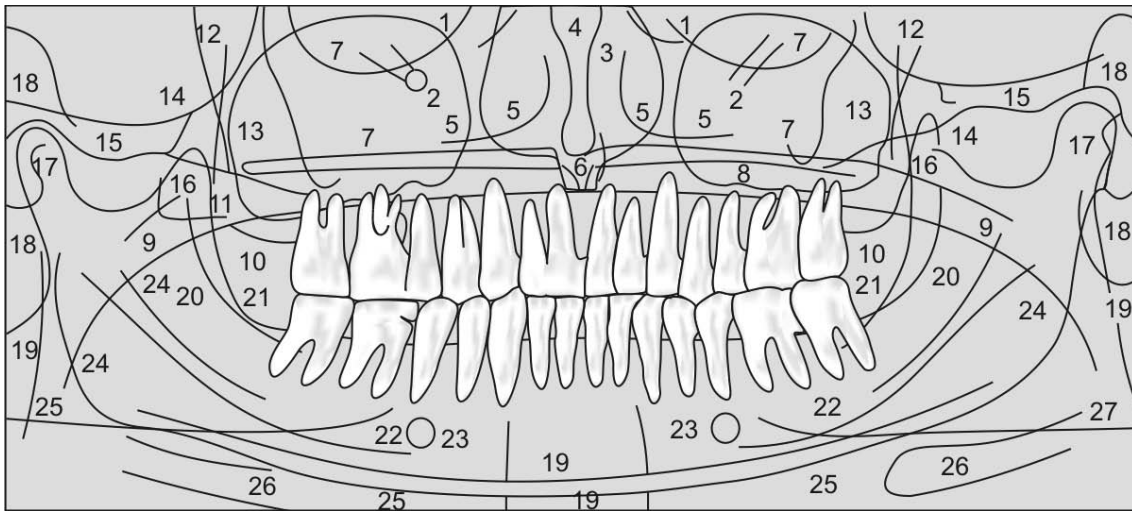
Estruturas anatômicas visualizadas numa ortopantomografias. (Pramod, 2011)
